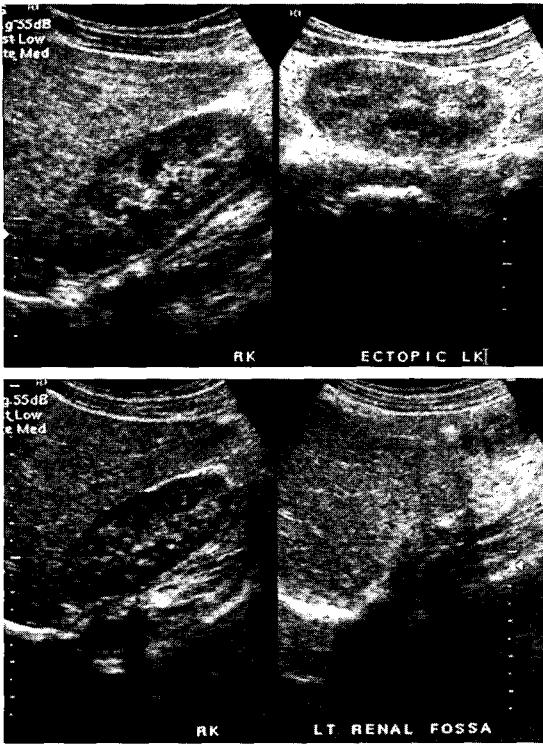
Renal ultrasonogram shows nonvisualized left kidney on left renal fossa and ectopically placed pelvic kidney.
